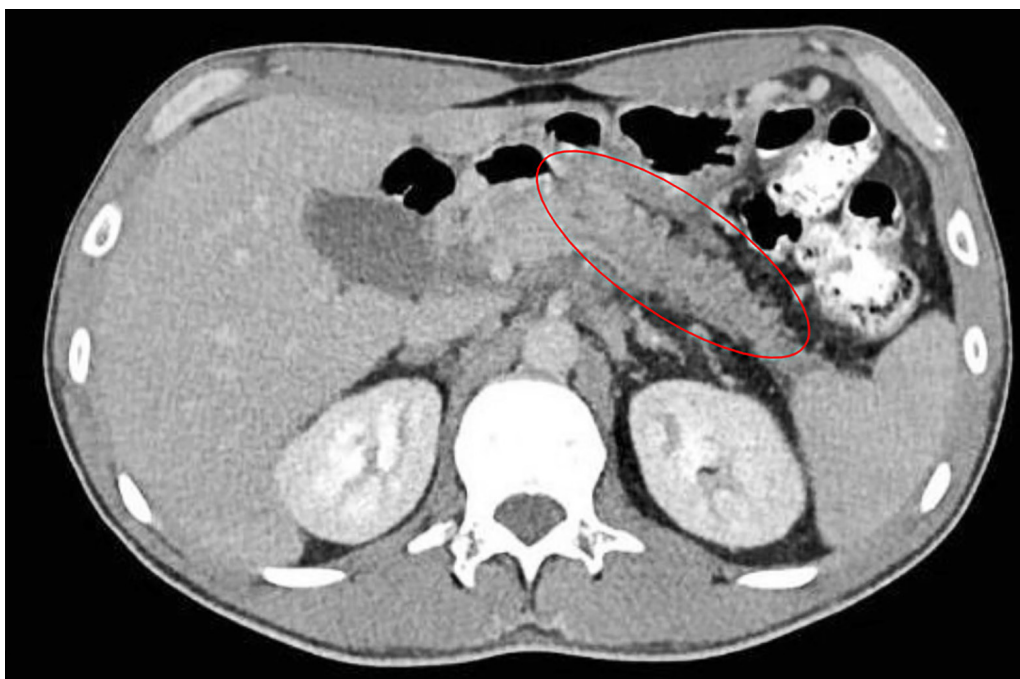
Tomografía computarizada de abdomen con hipodensidad difusa que compromete parte del cuello, cuerpo y cola del páncreas, sin definir lesiones nodulares focales. Discretos cambios por edema de la grasa a nivel peripancreático, adyacente a la zona de compromiso difuso (elipse roja).
